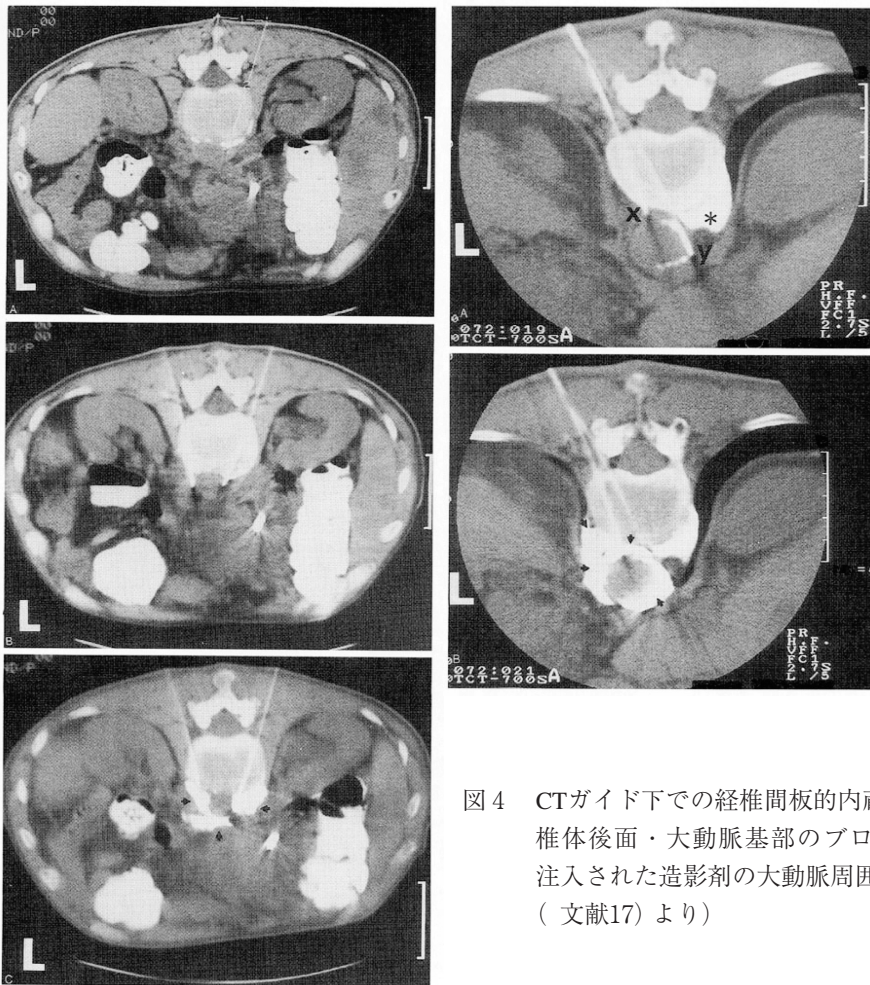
CTガイド下での経椎間板的内蔵神経ブロック
